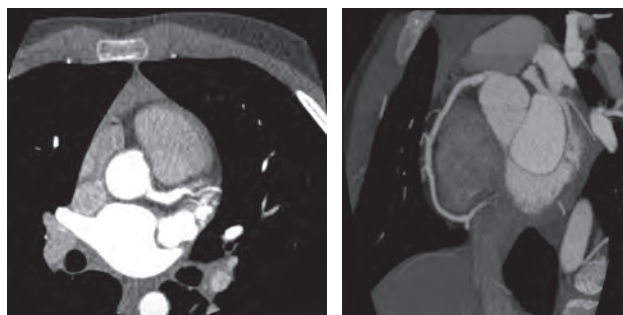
Angiotomografía coronaria: demostró una circunfleja ectásica (score Z 3.97), dilatación aneurismática proximal de la descendente anterior (Z 5.69) y una oclusión total crónica en el segmento medio.
